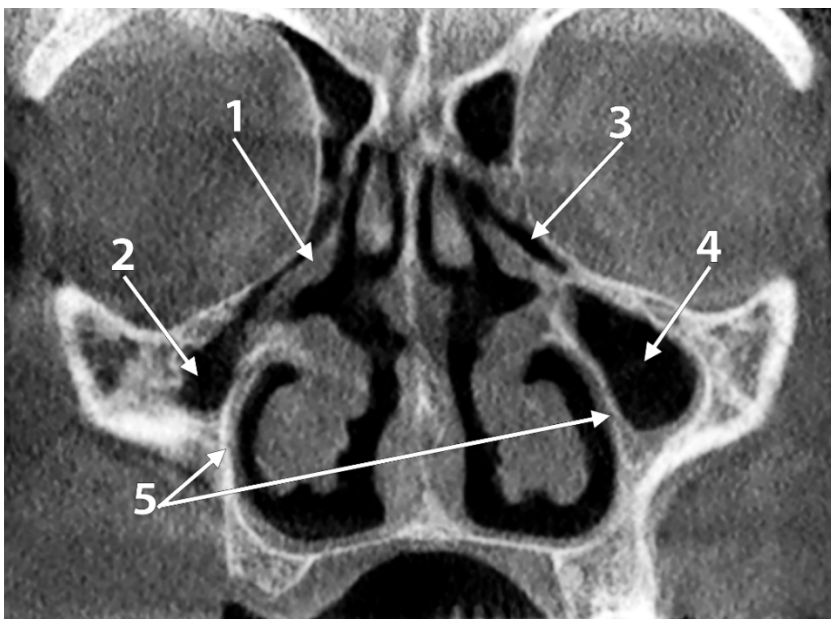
Secțiune CBCT coronală la nivelul PM2 maxilari. Hipoplazia bilaterală a sinusului maxilar, tip I. Reducerea volumului antral este mai mare în partea dreaptă. 1.procesul uncinat; 2.sinusul maxilar drept; 3.infundibulul etmoidal; 4.sinusul maxilar stâng; 5.peretele lateral al meatului nazal inferior corespunde aspectului vestibular al procesului alveolar.
